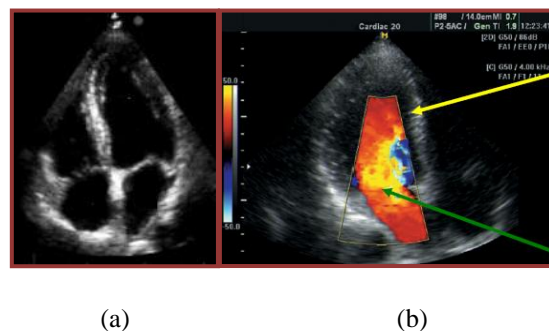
Modo de visualização da imagiologia ultra-sónica: (a) Imagiologia Modo B e (b) imagiologia Modo B (seta a amarelo) e Modo Doppler (seta a verde). (28)
